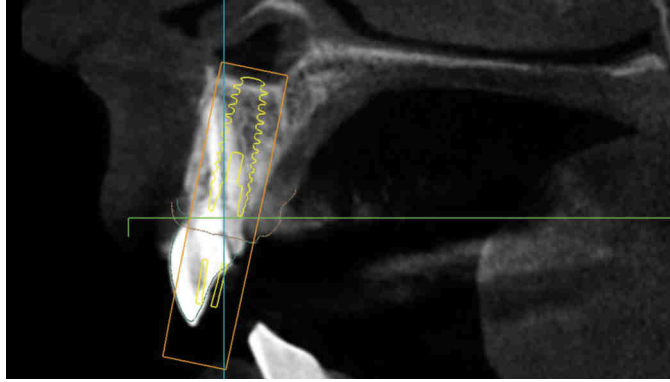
CBCT post-opératoire avec modélisation numérique pour la préparation du SMOP®.
